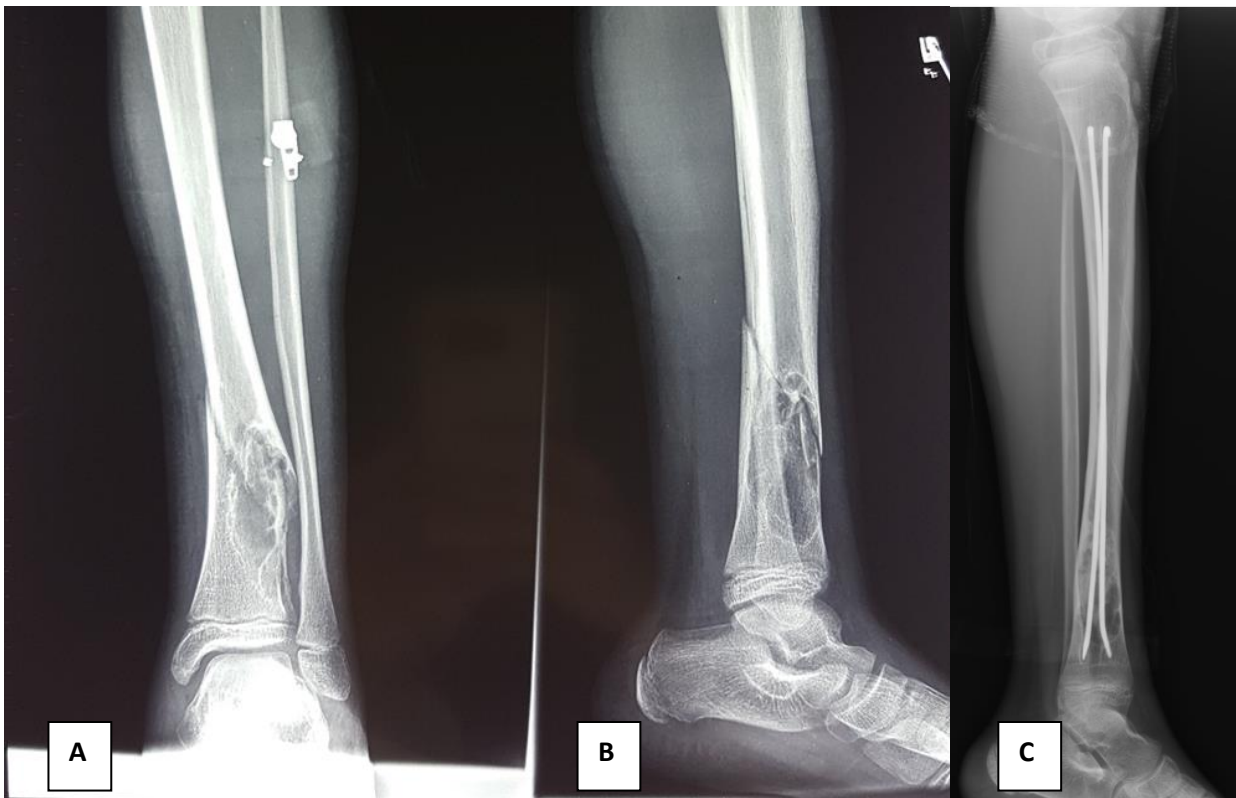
Radiographie standard du tibia gauche face (A) et profil (B) chez un patient âgé de 12 ans (cas n° 25), montrant une fracture métaphysaire sur fibrome non ossifiant, traité par ECMES descendant (C).
